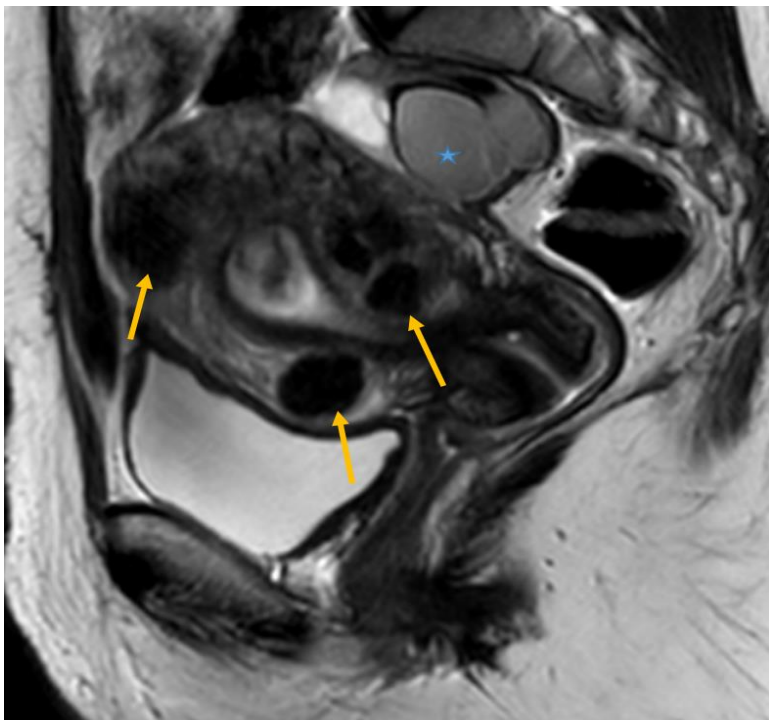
IRM en coupe sagittale T2 montrant des endometriomes ovariens (étoile) associés à un uterus polomyomateux (flèches). Notez l'hypersignal intermédiaire T2 des endometriomes réalisant le signe pathognomonique du Shading.
